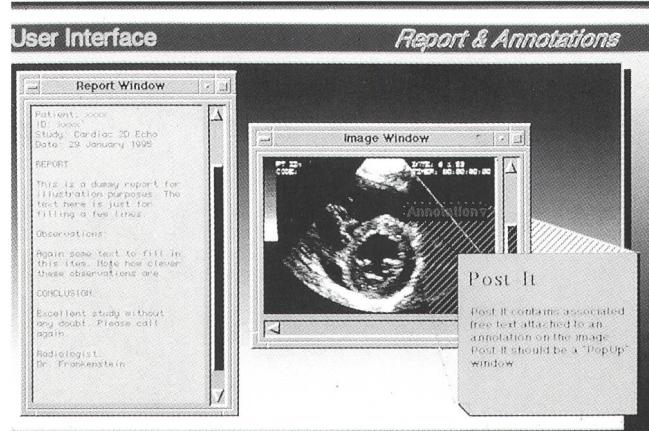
Les trois types d'annotation d'image d'un cliché par ultrasons — Esempi dei tre tipi di annotazioni concernenti un'immagine ripresa con un apparecchio a ultrasuoni
